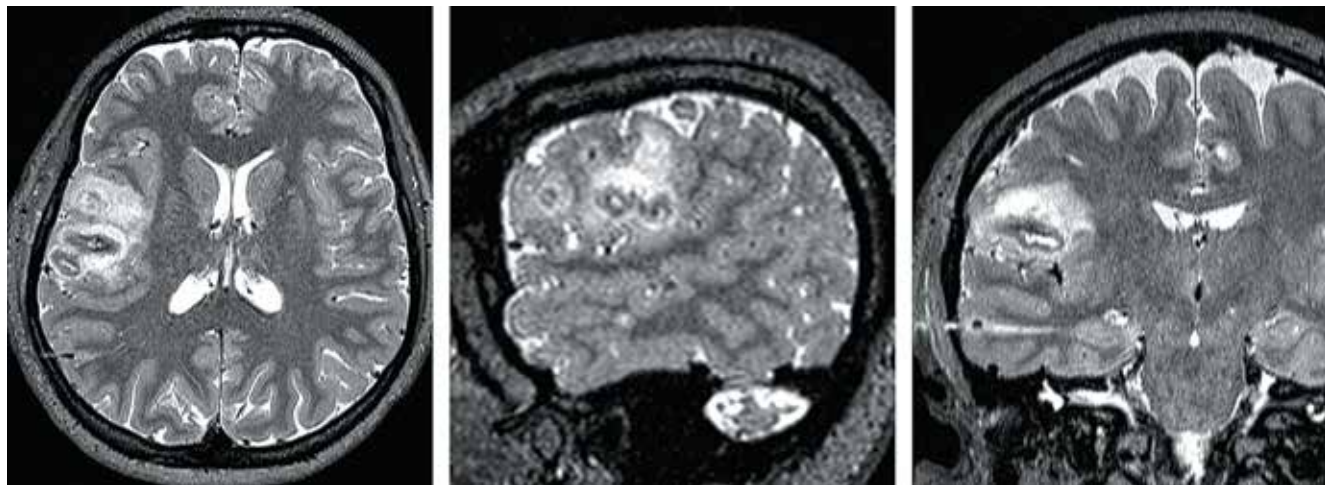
Магнитно-резонансная томография пациентки после проведения радиочастотной термокоагуляции
